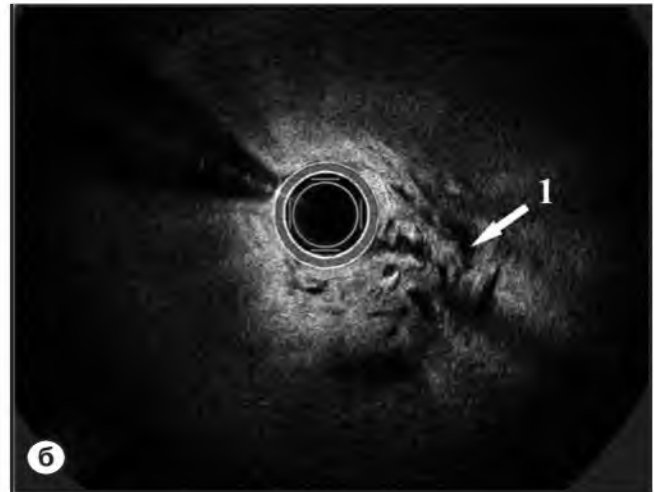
а – Холангиограмма пациентки с рецидивом механической желтухи после левосторонней гемигепатэктомии. 1 – уровень стриктуры с наибольшим количеством патологических изменений по данным ОКТ. б – Поперечный срез оптико-когерентной томограммы на уровне дистальной части стриктуры. 1 – нарушение слоистой структуры желчного протока и большое количество гипорефлекторных зон неправильной формы – признаки злокачественного процесса.
